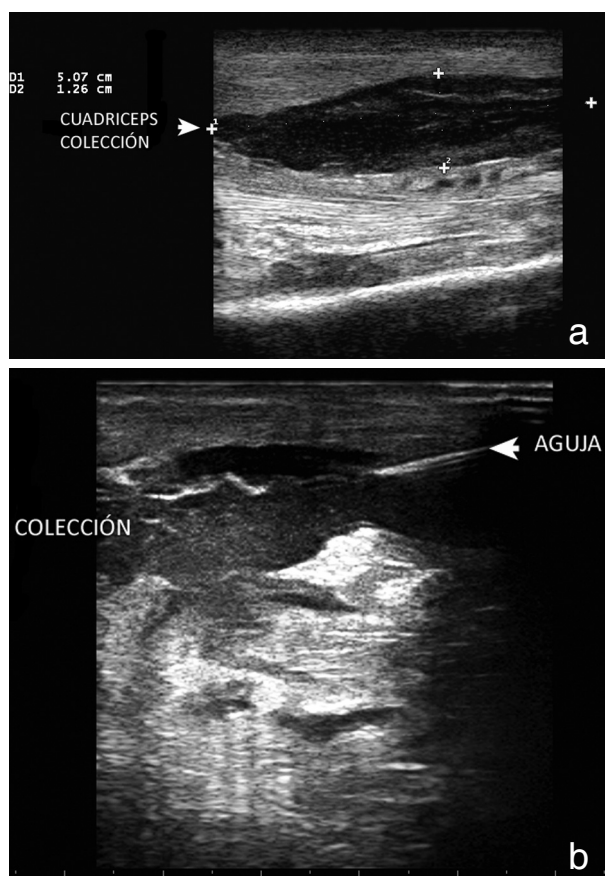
Varón de 38 años. Internación previa con vías de administración parenteral, práctica de fútbol. HIV (+), LTCD4 2 células/ml. Albuminemia 1.9 g/l. Aislamiento: *Pseudomonas aeruginosa* del material del absceso y hemocultivo. Ecografía: piomiositis del cuádriceps. a) Corte longitudinal. b) Punción dirigida.
